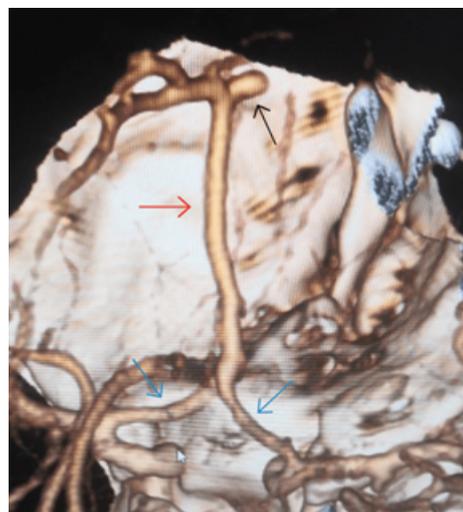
МСКТ-ангиография пациента Г. После слияния двух предкоммуникативных сегментов ПМА (синие стрелки), определяется непарная передняя мозговая артерия (красная стрелка). Черной стрелкой обозначена аневризма.
